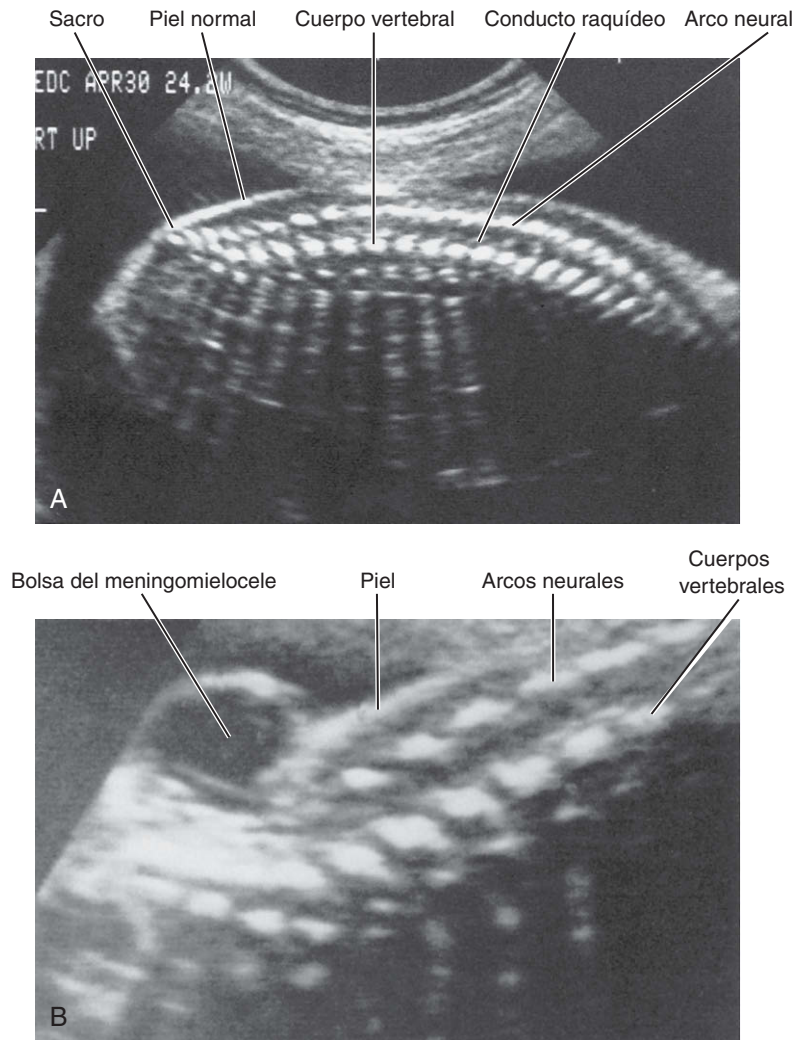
■ Ecografías del canal raquídeo y del tubo neural. A: Feto normal a las 24 semanas de gestación: proyección longitudinal en la línea media, con el sacro a la izquierda y la columna torácica a la derecha. Se pueden observar las dos filas paralelas de señales eco blanquecinas que corresponden a los arcos neurales. También se observan las señales eco de los cuerpos vertebrales y de la piel suprayacente intacta. B: Feto con un defecto del tubo neural, en el que se observa claramente la bolsa del meningocele protruyendo a través de la piel. Se puede comparar con la figura 8-8. (Cortesía de A. Toi, Toronto General Hospital, Toronto, Canadá.)
